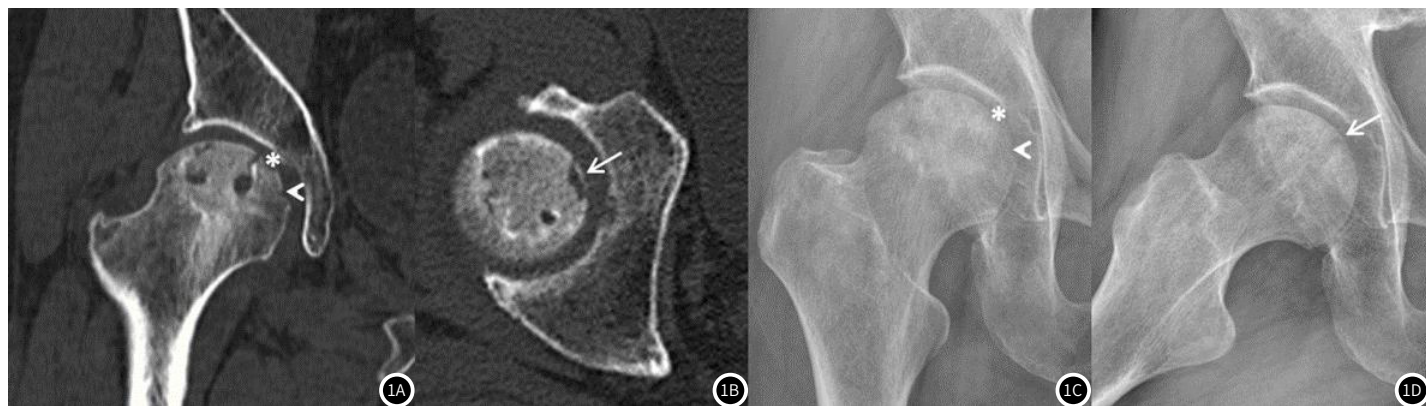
图1C 右侧股骨头坏死ARCO 3A期误分期为ARCO 2期病例;58岁男性,右侧股骨头坏死,髋关节X线及CT检查时间均为2021-8-21,在对应的CT冠状位图像上(图1A)见关节面局限塌陷(*),股骨头凹位于其内下方(箭头),轴位图像上(图1B)见软骨下骨折(箭)。平片正位(图1C)及蛙式位(图1D)初次评估未见明确关节面塌陷、新月征,误分期为ARCO 2期,回顾性分析,蛙式位可疑软骨下骨折(图1D,箭),关节面下见条状斜行低密度影;X线正位见股骨头局限塌陷(图1C,*),初次评估时误认为股骨头凹,真正的股骨头凹位于其内下方(图1C,箭头),初次评估时未发现。
